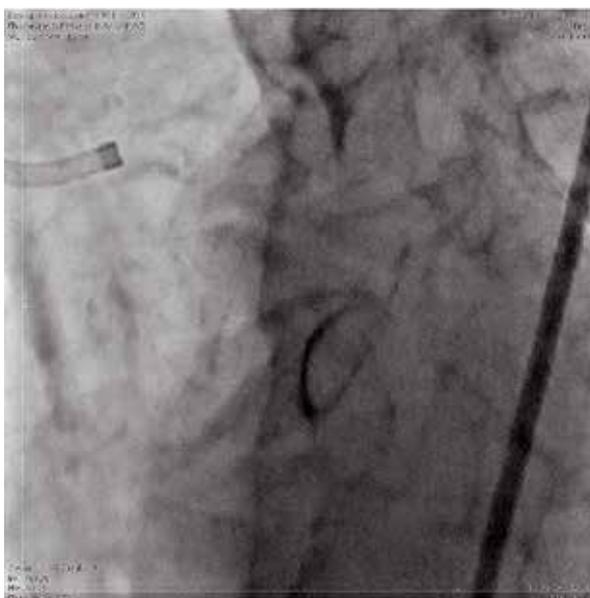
Контрольная рентгеноскопия.
